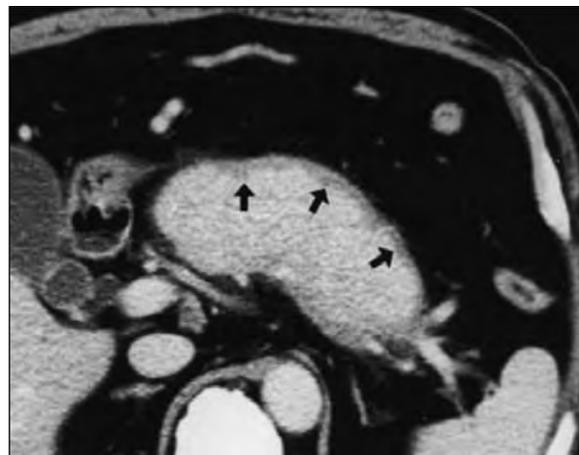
КТ органов брюшной полости при АИП, при контрастном усилении демонстрируется диффузное увеличение ПЖ с зоной низкой плотности по периферии органа (стрелки) (по Y. Fukukura и соавт., 2003 [70])
